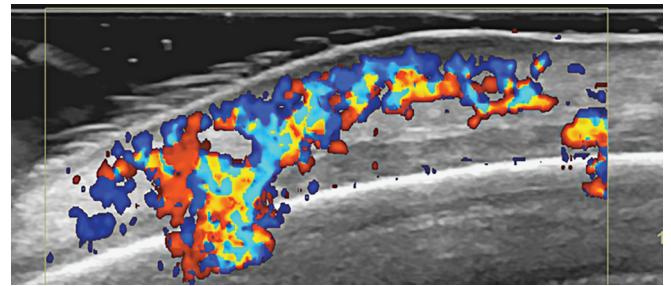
УЗИ мягких тканей лба в режиме цветового доплеровского картирования. Датчик 15 МГц
